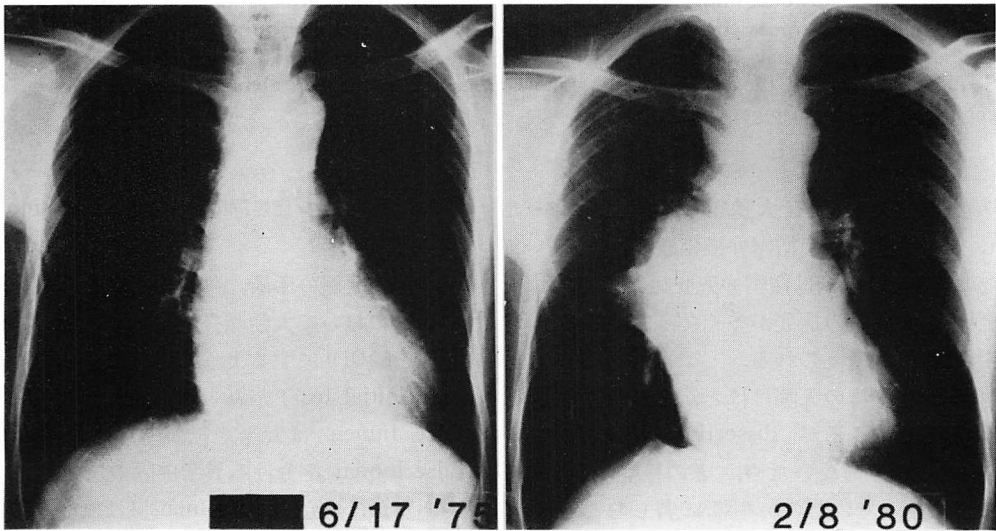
Chest X-ray from a patient with a postoperative perivalvular aneurysm showing a dilatation of the ascending aorta since last five years.
